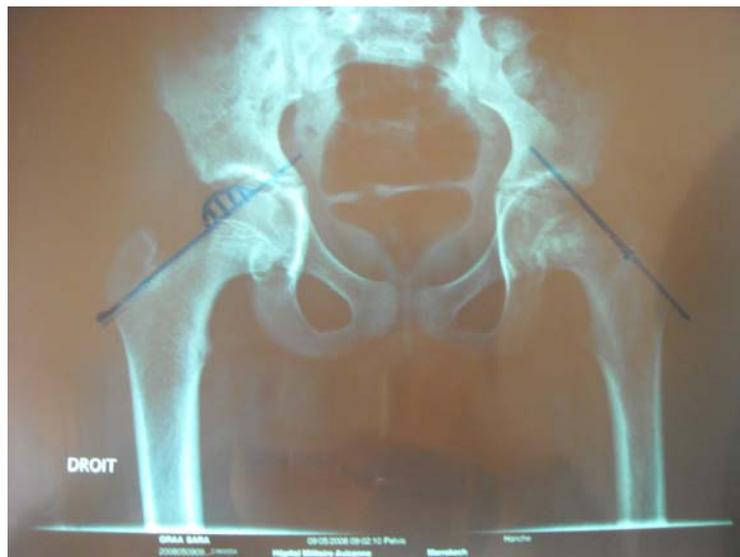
La fille G.S. radiographie du bassin de face avec la ligne de Klein à droite normale et à gauche diminution du niveau de l'épiphysse.
